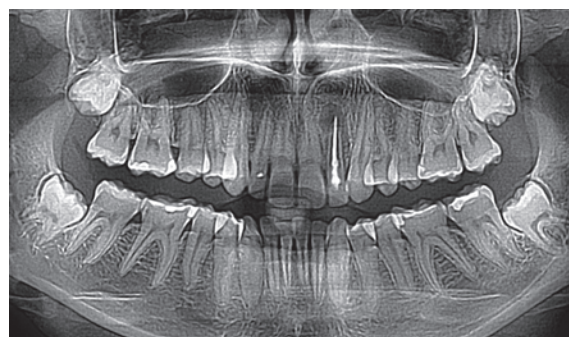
初診時X線、OPG (Orangedental社製パノラマ)。
